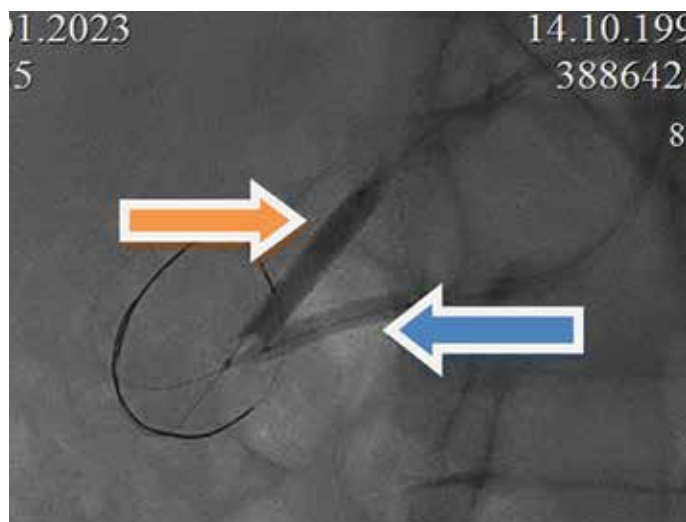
Рентгенконтрастная ангиограмма. Тот же пациент. Перекрыт кровоток в ложную аневризму при помощи раздутых артериального (желтая стрелка) и венозного баллонов (синяя стрелка)
